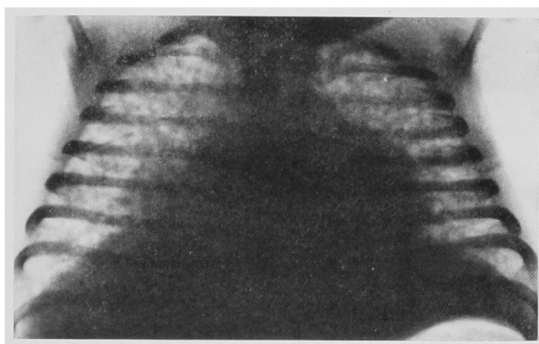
X-ray finding of the infant, 47 days after birth. Coarse mottled shadows throughout the both lung field.
